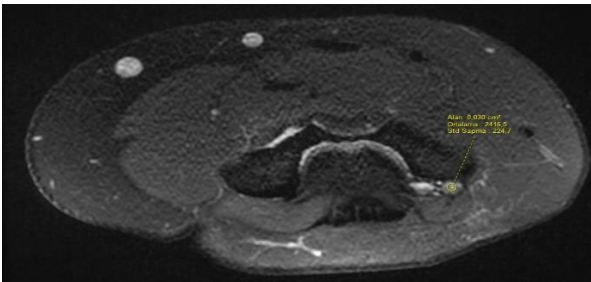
Measurement of ulnar nerve intensity (small ellipse) on axial fat-suppressed T2-weighted fast spin echo image at the level of the cubital tunnel where the area of the anconeus epitrochlearis muscle is the widest.
